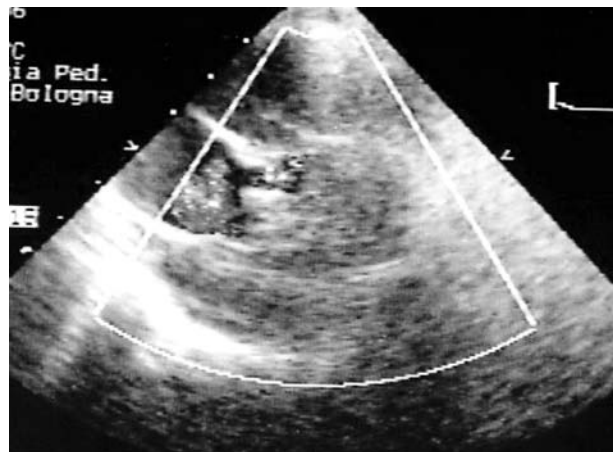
Valutazione ecocardiografica dell'origine dilatata del tronco comune della coronaria sinistra.
